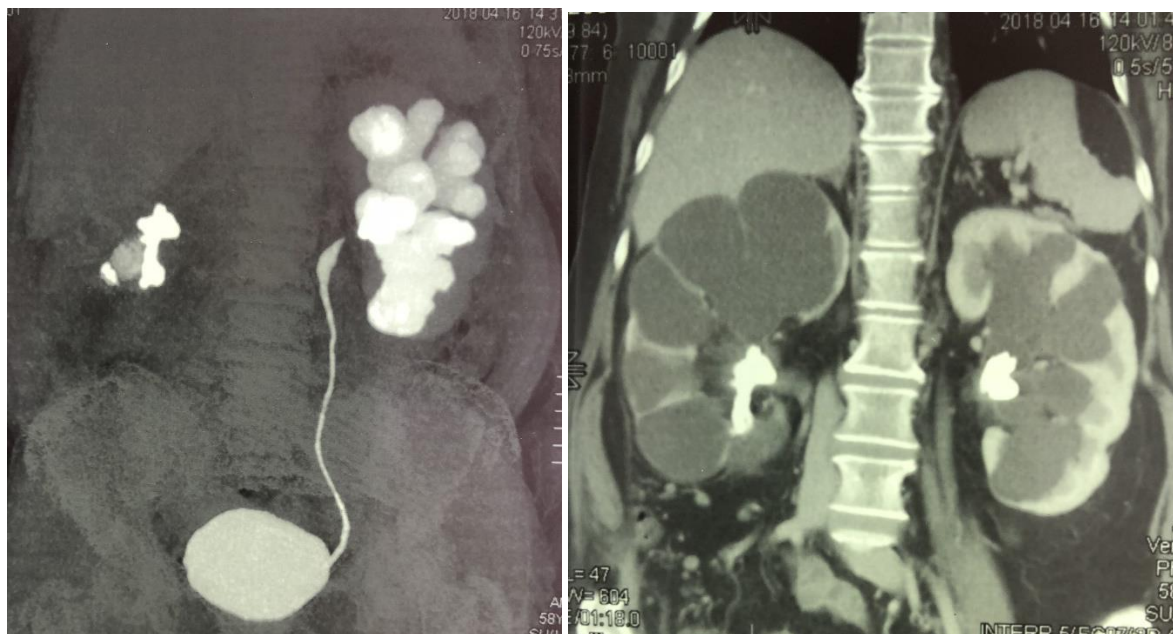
Аксиальные реконструкции МСКТ демонстрируют терминальный гидронефроз справа и выраженную пиелокаликоектазию слева на почве мочекаменной болезни.
